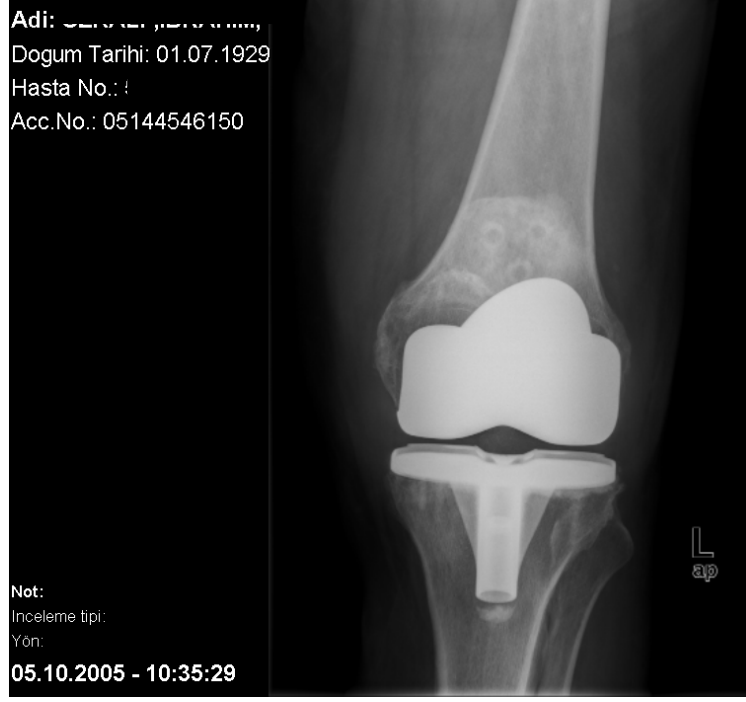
68 yaşında kadın hastanın operasyon sonrası 24. ay grafisi .sol patella kırığı için parsiyel patellektomi uygulanmış.
